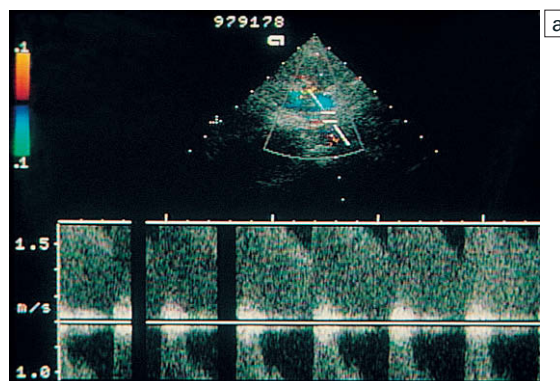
a) Estenosis de la arteria renal derecha. Hay aumento de la velocidad del flujo con saturación del espectro Doppler. b) Estenosis de la arteria renal derecha. El paciente debutó con un edema pulmonar repentino. Sólo se muestra un ciclo cardíaco a causa de la disnea. La velocidad pico del flujo dentro de la arteria renal derecha es de 240 cm/seg.
